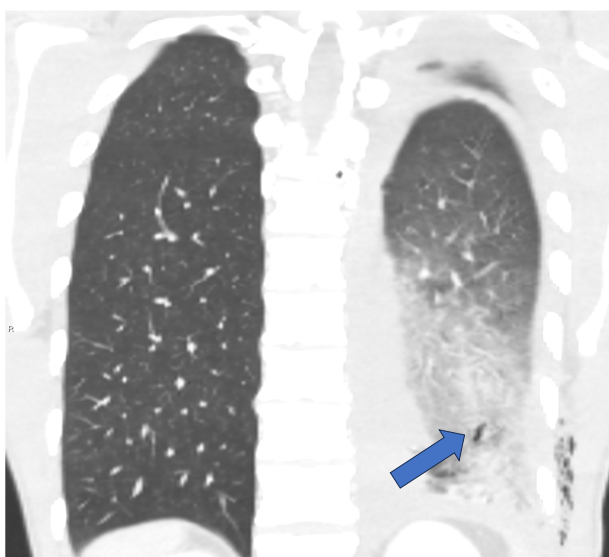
TC corte coronal. Mismo paciente que figura 4. Pequeña laceración pulmonar (flecha).
